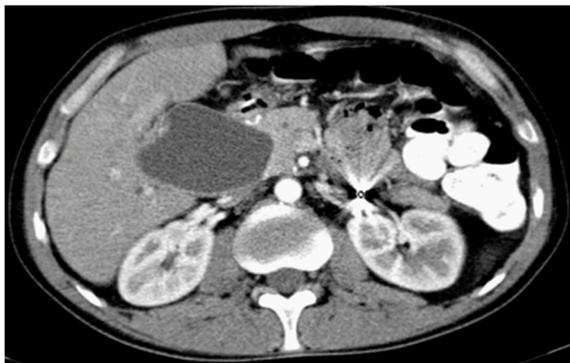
TAC helicoidal, abdomen y pelvis. Sección transversal en fase arterial.
